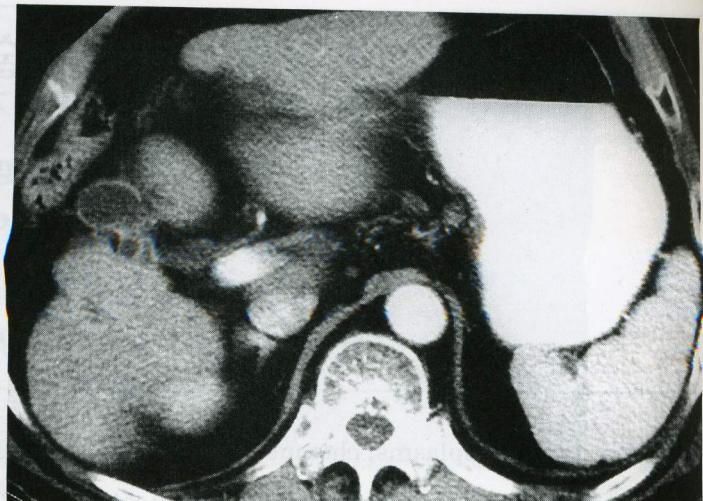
Abdominal CT four weeks after percutaneous drainage of abscess shows disappearance of the hepatic abscess.
